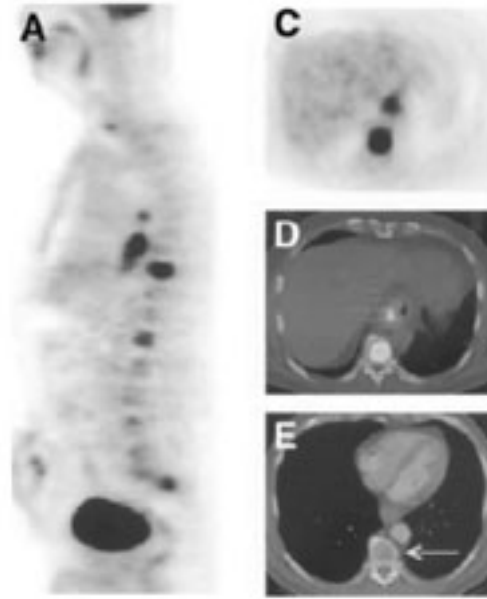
Extensión o reestadificación de cáncer de esófago. PET muestra captación anormal de FDG en el tumor primario (A). Se observa captación anormal de FDG en el tumor primario en la columna dorsal (C) y en la columna vertebral (D), las cuales son claramente visualizadas en PET/CT (E). La tomografía axial computarizada sólo muestra ligera anomalía en esta vértebra. Tomado de Schoder H, Larson S, Yeung WD. *J Nucl Med* 2004;45(Suppl):72S-81S.
